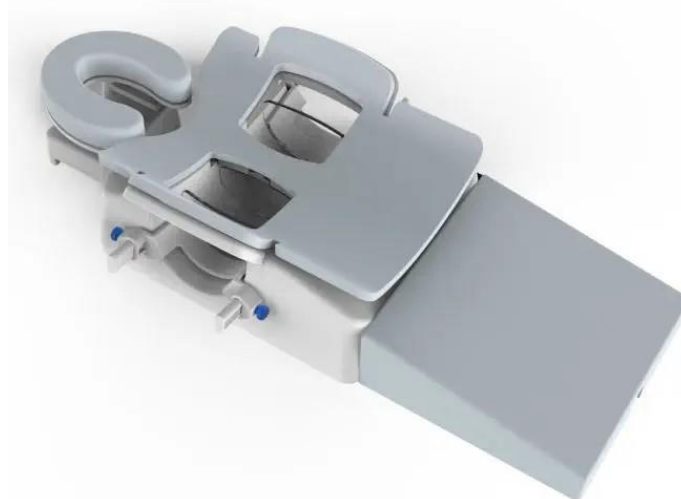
Bobina de radiofrequência mamária bilateral usada em ressonância magnética. Reproduzido de "Medical Expo Conect," por Hongkong Medi, *MedicalExpo*. <https://www.medicaexpo.com/pt/prod/hongkong-medi/product-115059-1050229.html>
